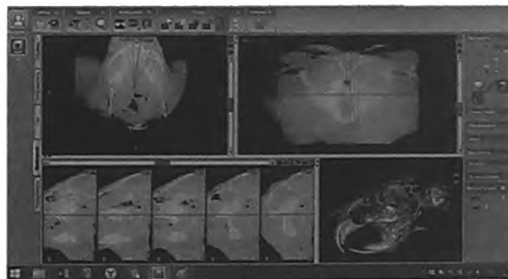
Компьютерная томография головы экспериментального животного (морской свинки). Выбор анатомической области тела нижней челюсти для имплантации экспериментальных образцов.
